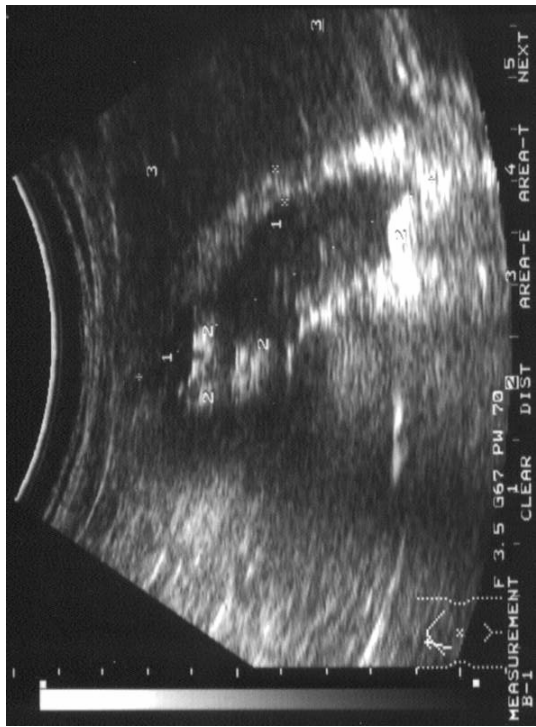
Конкременты желчного пузыря, холецистит. Рис. 28 УЗИ. (транлюмбально, вариант нормы).
